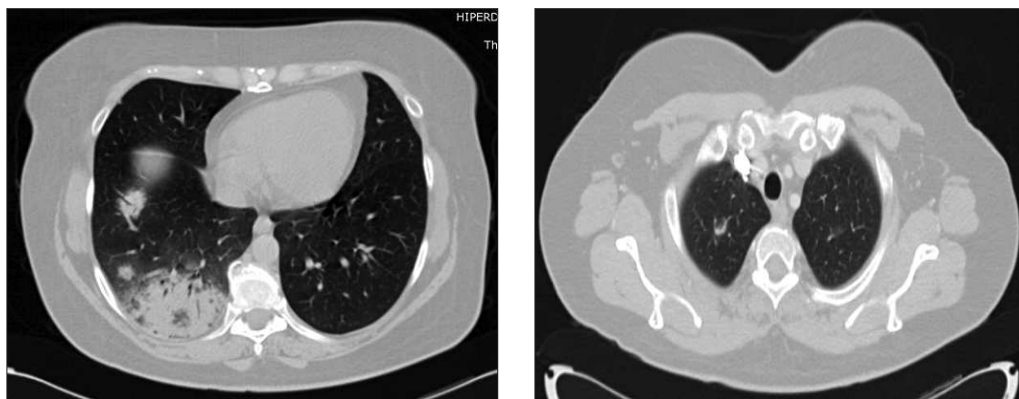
HRCT la o pacientă de 48 de ani cu COP: A: zone de condensare cu bronhogramă aerică. B: opacitate inelară (semnul haloului inversat)
